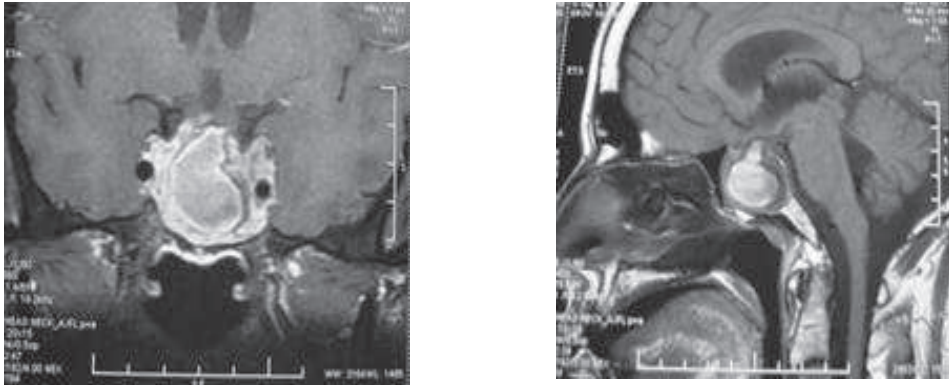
IRM en coupe coronale et sagittale : tumeur à extension supra et infra sellaire.
